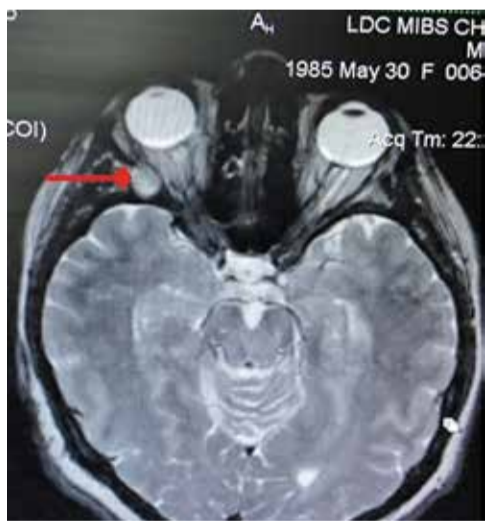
МРТ с контрастным усилением.
